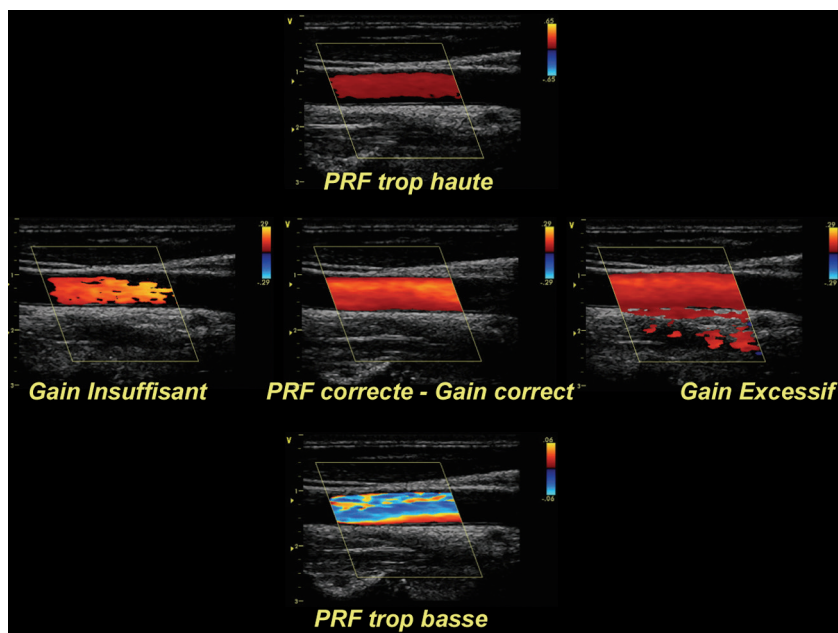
En mode Doppler couleur, il convient de régler tout d'abord l'échelle de vitesse (donc la « PRF ») de façon à pouvoir observer toutes les nuances de couleur – de la plus sombre (saturée), à la plus claire, presque blanche (désaturée) sans ambiguïté spectrale (changement brusque de couleur) au cours du cycle cardiaque. On peut ensuite régler le gain pour un bon « remplissage » du vaisseau sans débordement sur ses parois.
